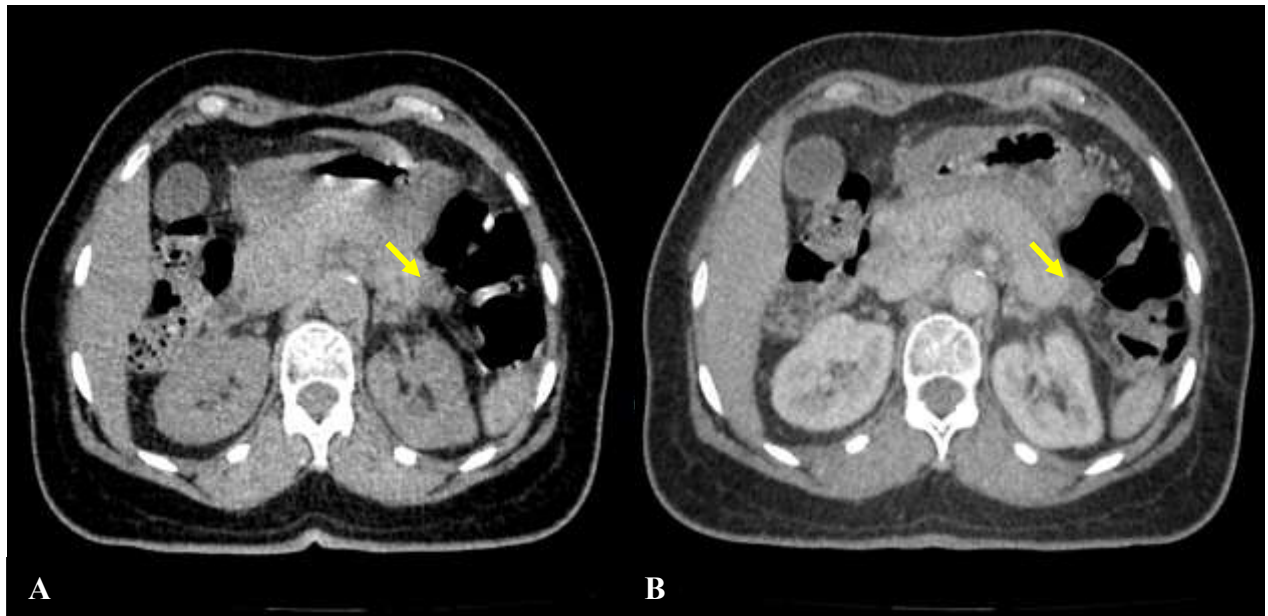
aspect radiologique d'une nécrose circonscrite : TDM abdominale en coupes axiales sans (A) et avec injection du PDC (B) chez une femme âgée de 40 ans avec antécédent d'une de pancréatite stade D, montrant une collection de la queue du pancréas, se réhaussant discrètement après injection de PDC, associé à une infiltration péripancréatique (flèches).
